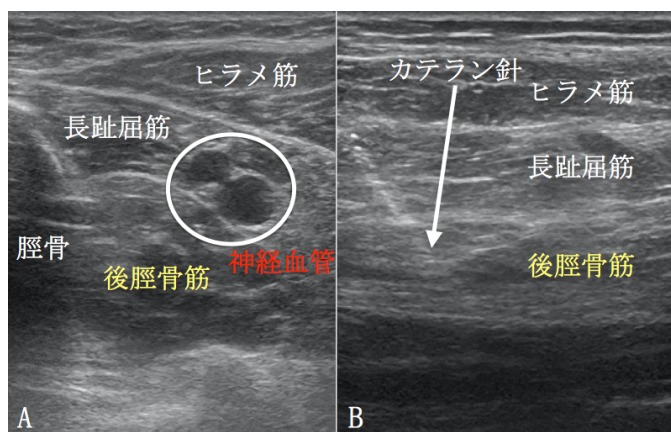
後脛骨筋に対するワイヤ電極刺入時の超音波画像
